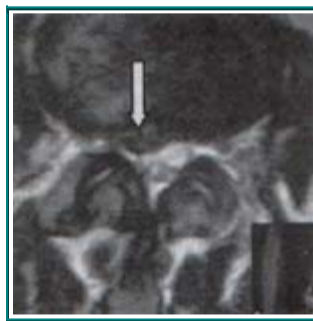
Corte axial de una RM donde se muestra una hernia posterolateral derecha.
